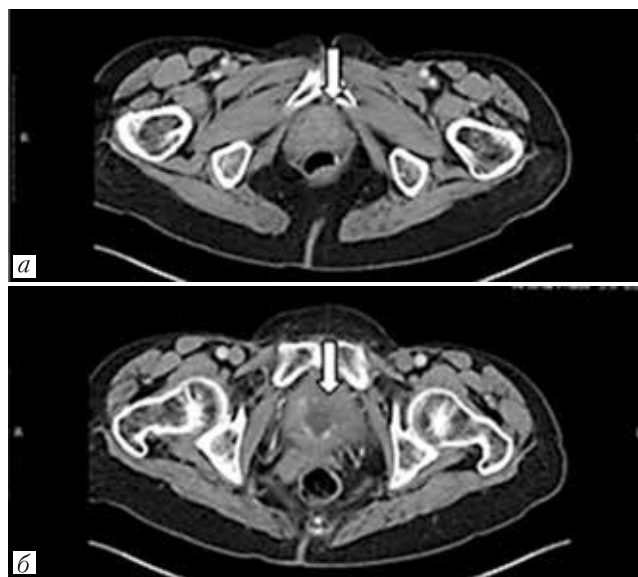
КТ органов малого таза с внутривенным контрастированием от 24.06.2017
